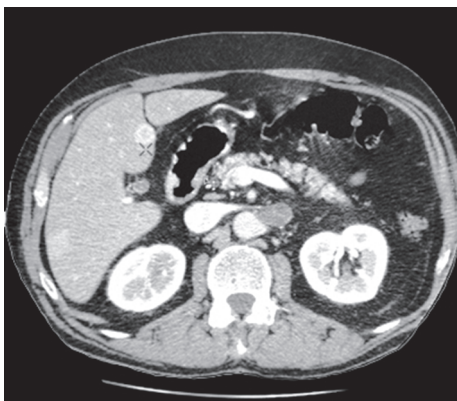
Компьютерная томограмма брюшной полости в аксиальной проекции. Болюсное контрастное усиление, поздняя артериальная фаза. Гиперваскулярный тип метастаза хорошо визуализируется
